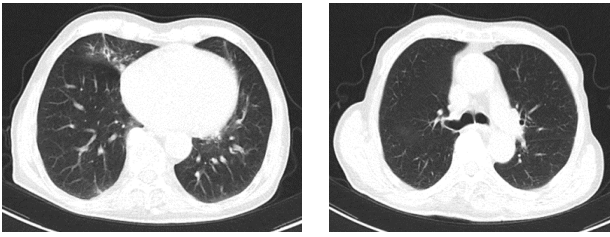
A, B 患者 B の入院時の胸部 CT 画像
